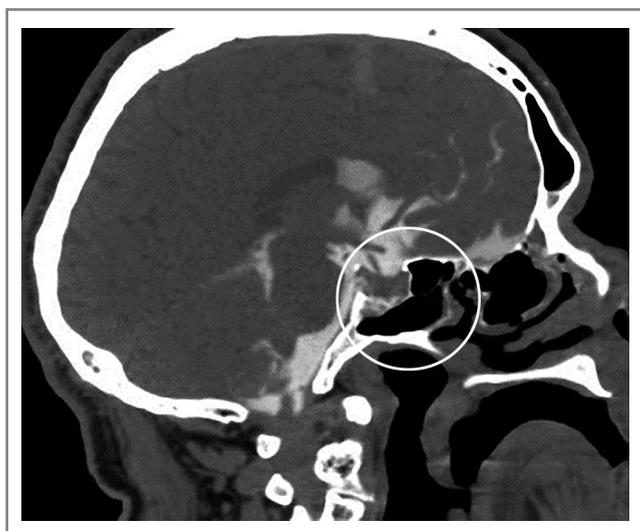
КТ-цистернография. Фронтальная проекция. Дефект в области турецкого седла.
